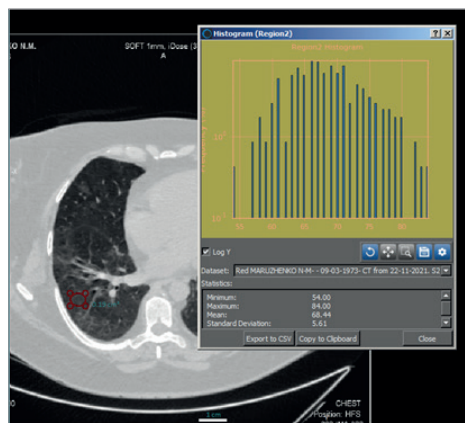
Гістограма «матового скла» аксіального зрізу КТ ОГК тієї самої хворої через 3 тижні
